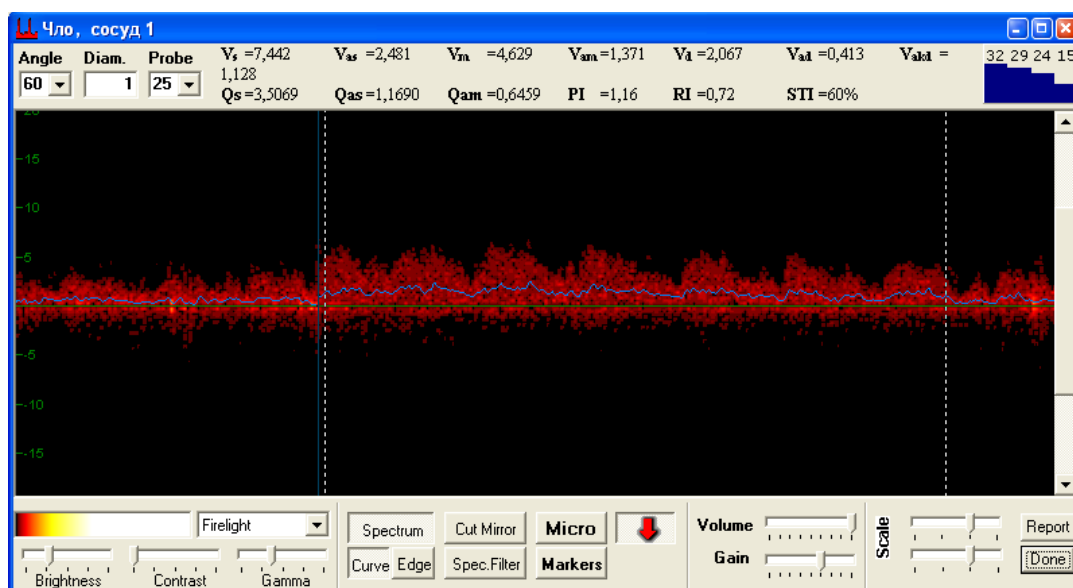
Example of a Dopplerogram
